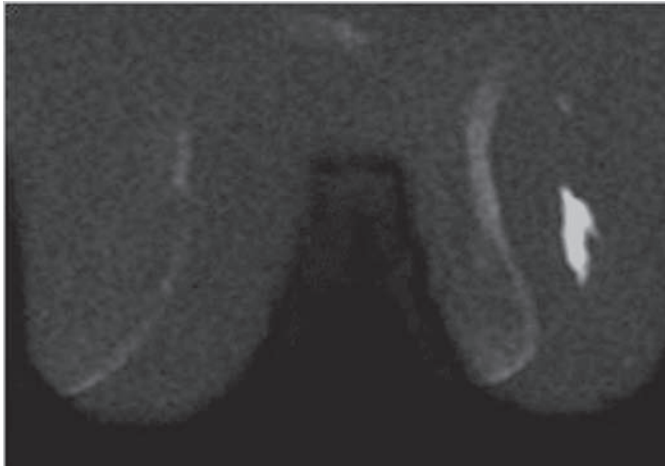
Resonancia magnética DWI: restricción aparente en la difusión.
